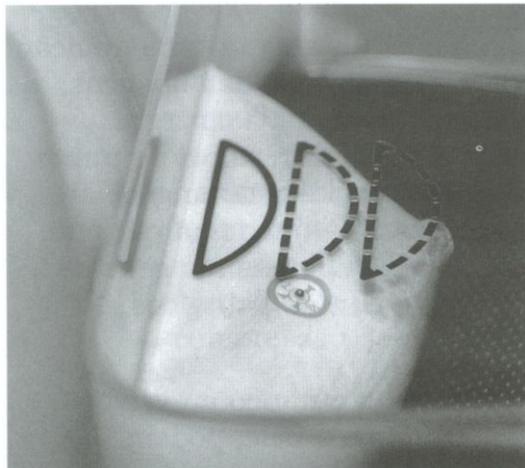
A) Radiografia com fio metálico, pois a paciente havia feito uma quadrantectomia.
